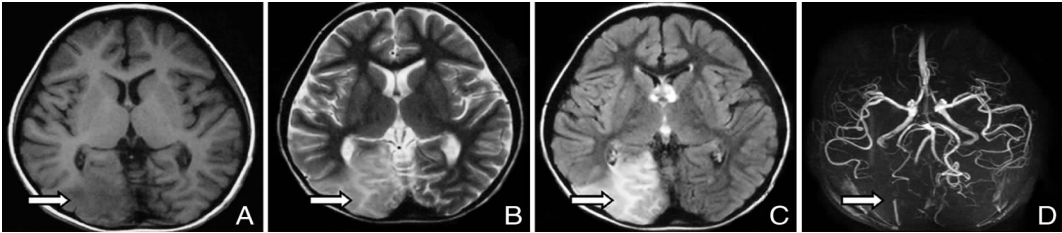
病程1周患儿头颅磁共振图像 患儿,男,6岁,发热、头痛、反复抽搐5d,伴有一过性视物不清,无肢体活动障碍。A:T1WI 成像,右枕叶大片状低信号;B:T2WI 成像,右枕叶大片状高信号;C:FLAIR 序列,右枕叶大片状高信号;D:MRA,右大脑后动脉变细,分支少。
